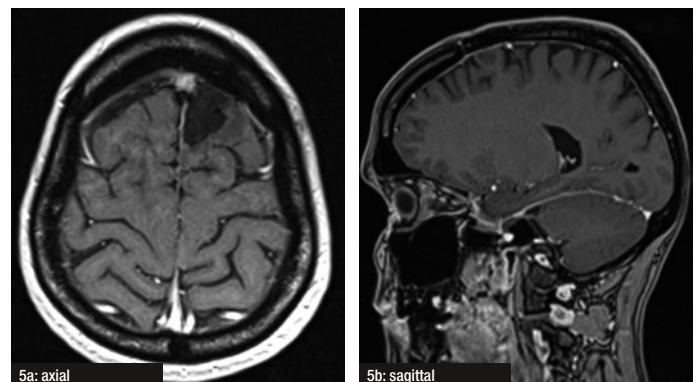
MRT des Hirnschädels, T1-Sequenz, nach i.v.KM-Gabe (am 27.01.2017)
